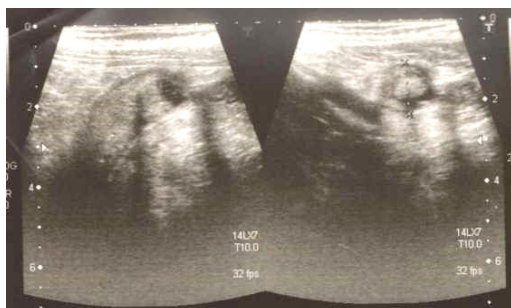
Картина эмпиемы червеобразного отростка, выявленная на УЗИ
